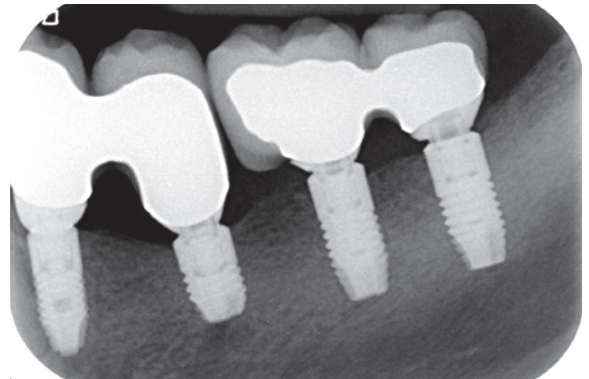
Kontroll-Röntgenaufnahme ein Jahr nach Implantation.
